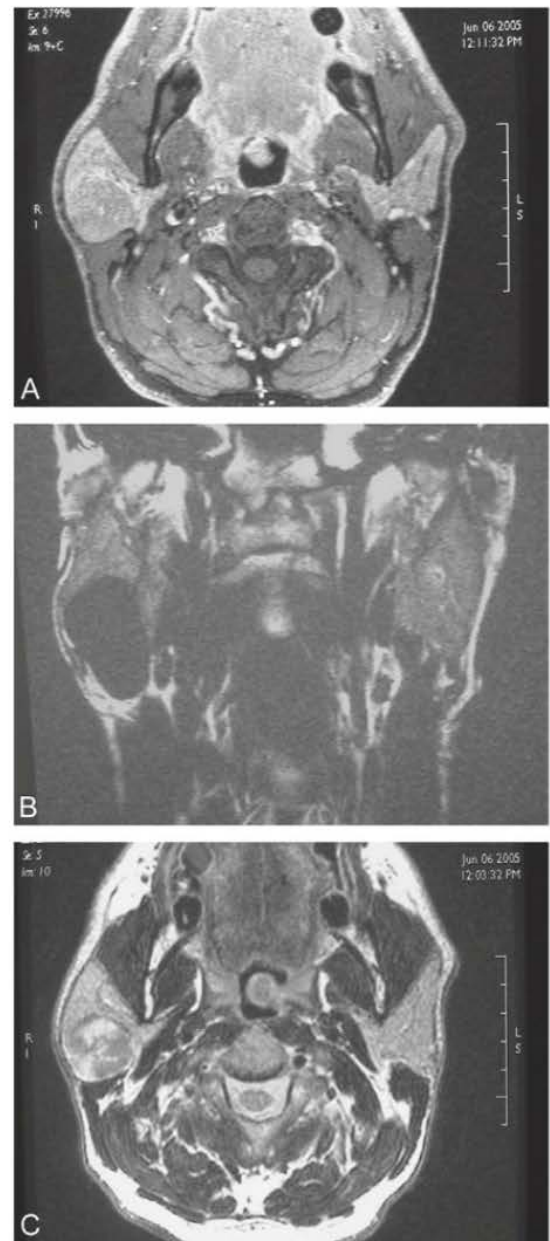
Aspect IRM de la tumeur.
